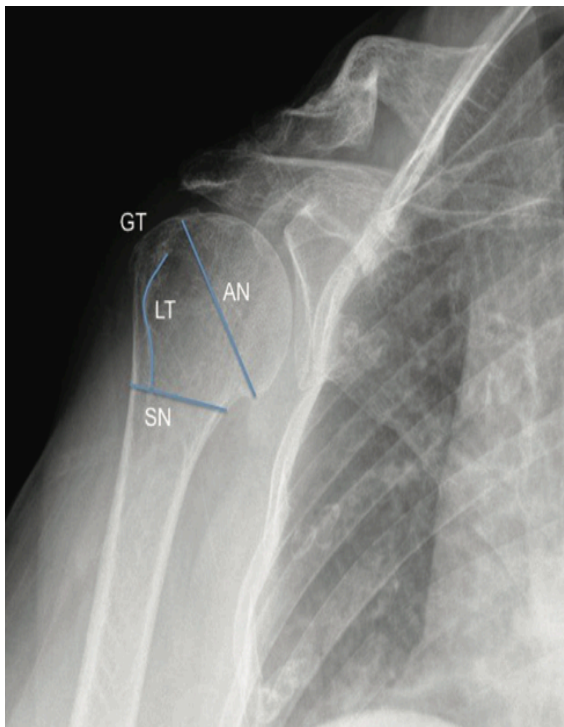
Divisão da extremidade proximal do úmero segundo a Classificação de Neer numa radiografia anteroposterior (AN – colo anatómico, SN – colo cirúrgico, LT – pequena tuberosidade, GT – grande tuberosidade².
